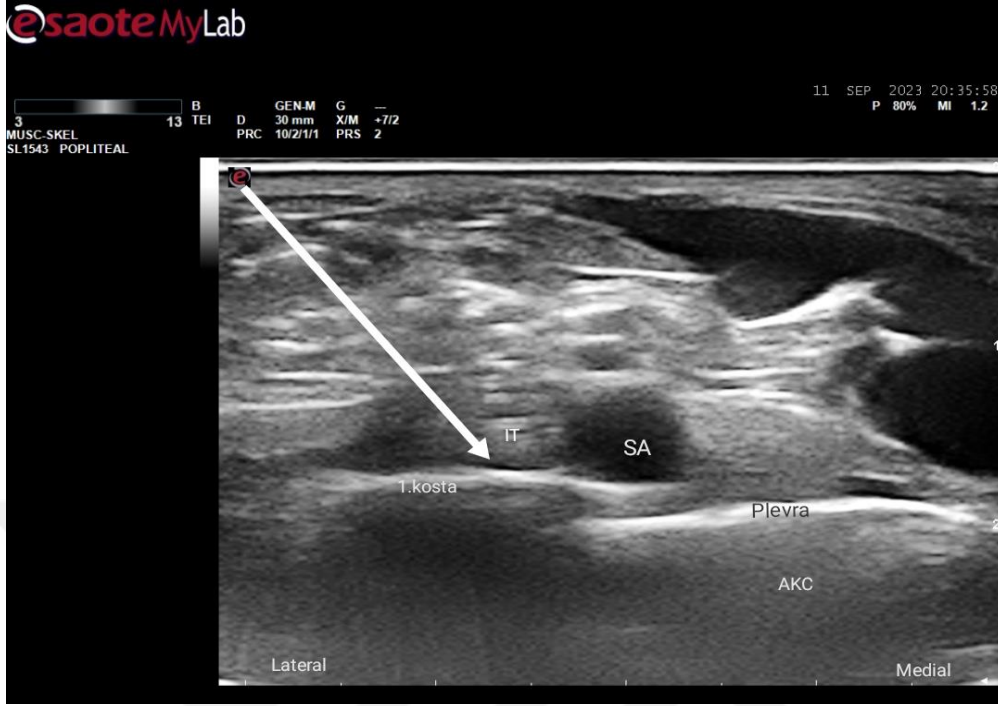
SeTB 1. Ultrasonografi penceresi
